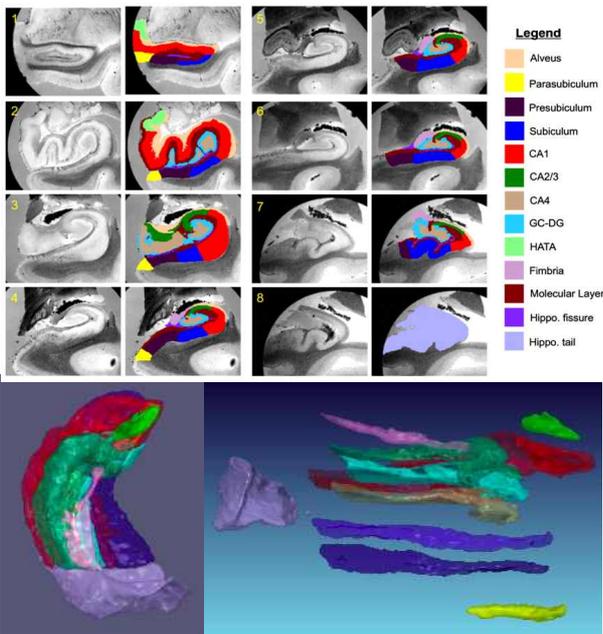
고해상도 T1, T2 MRI 영상을 이용한 자동화된 해마 (hippocampus)의 하부구조 분할. 해마 전체의 부피뿐만 아니라 하부구조의 부피까지 추출할 수 있어, 치매나 인지기능장애 등의 조기 진단에 응용되고 있음.
